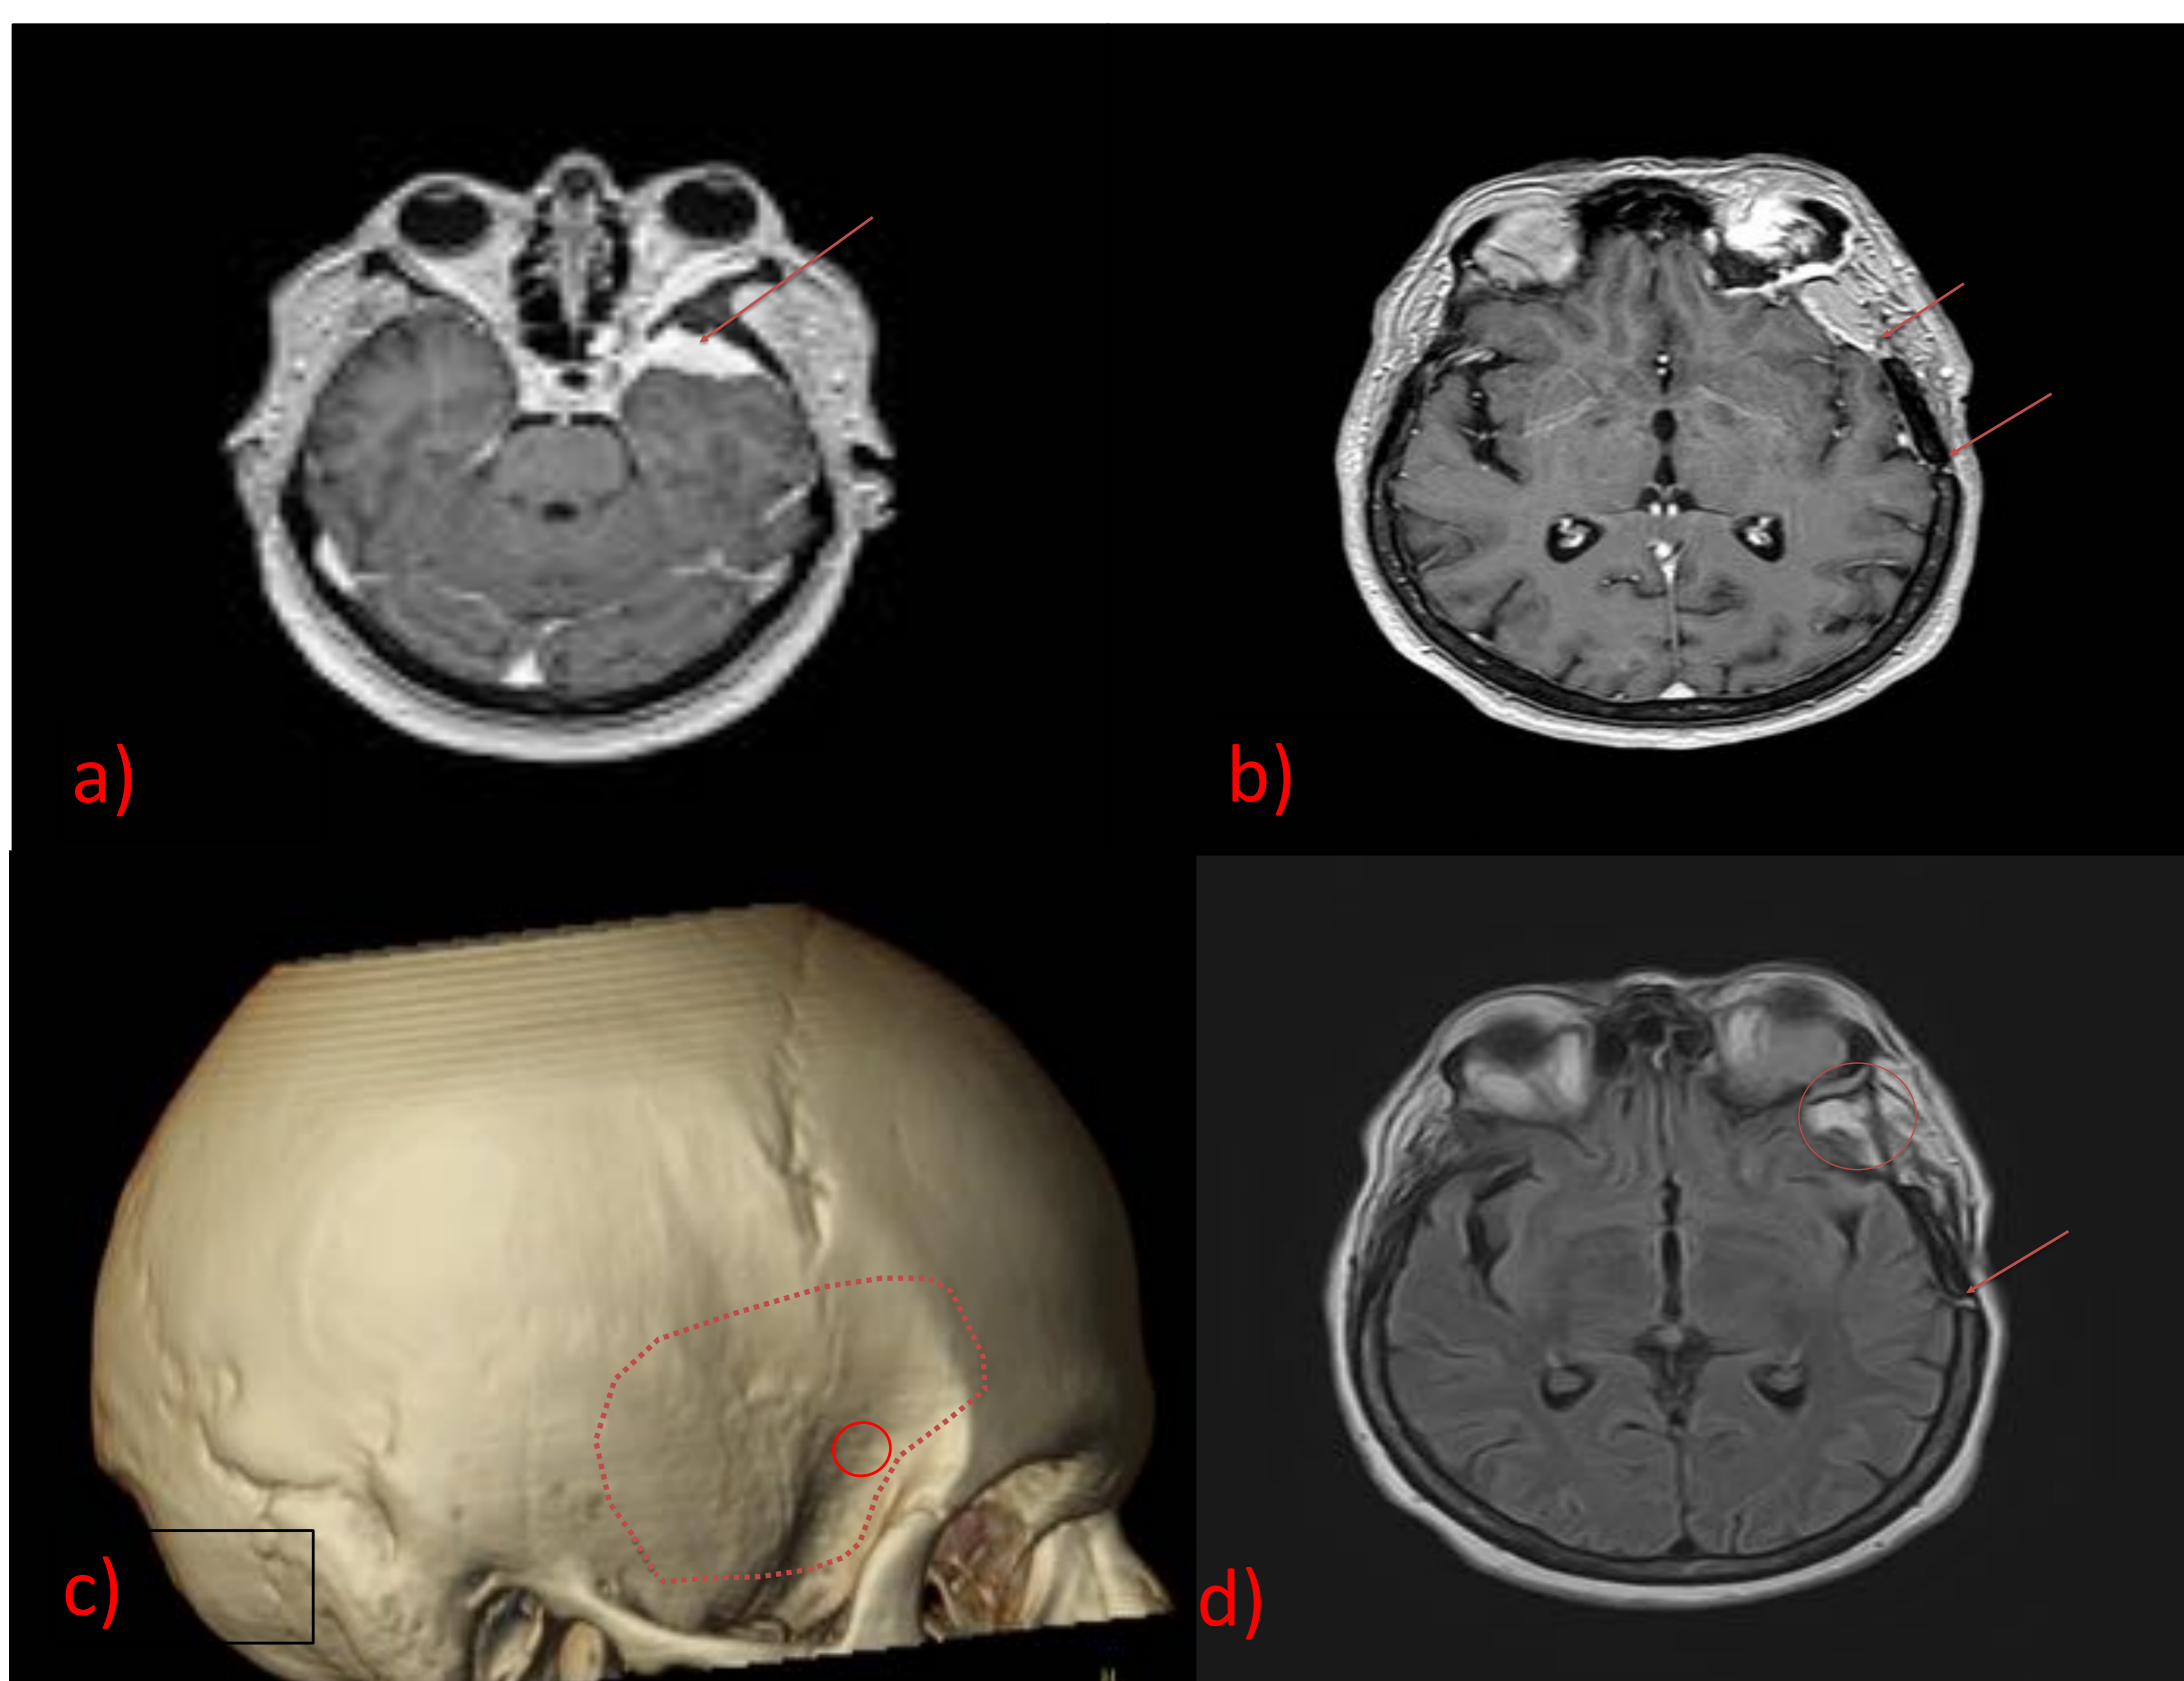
Estudio T1 con CIV (a) en el que se identifica meningioma pterional izquierda, que infiltra el hueso esfenoides y temporal. Craneotomía pterional (flechas en "b"), reconstrucción volumétrica con representación (c) y FLAIR. Puede observarse parche graso para cubrir defecto óseo (flechas en "d")
